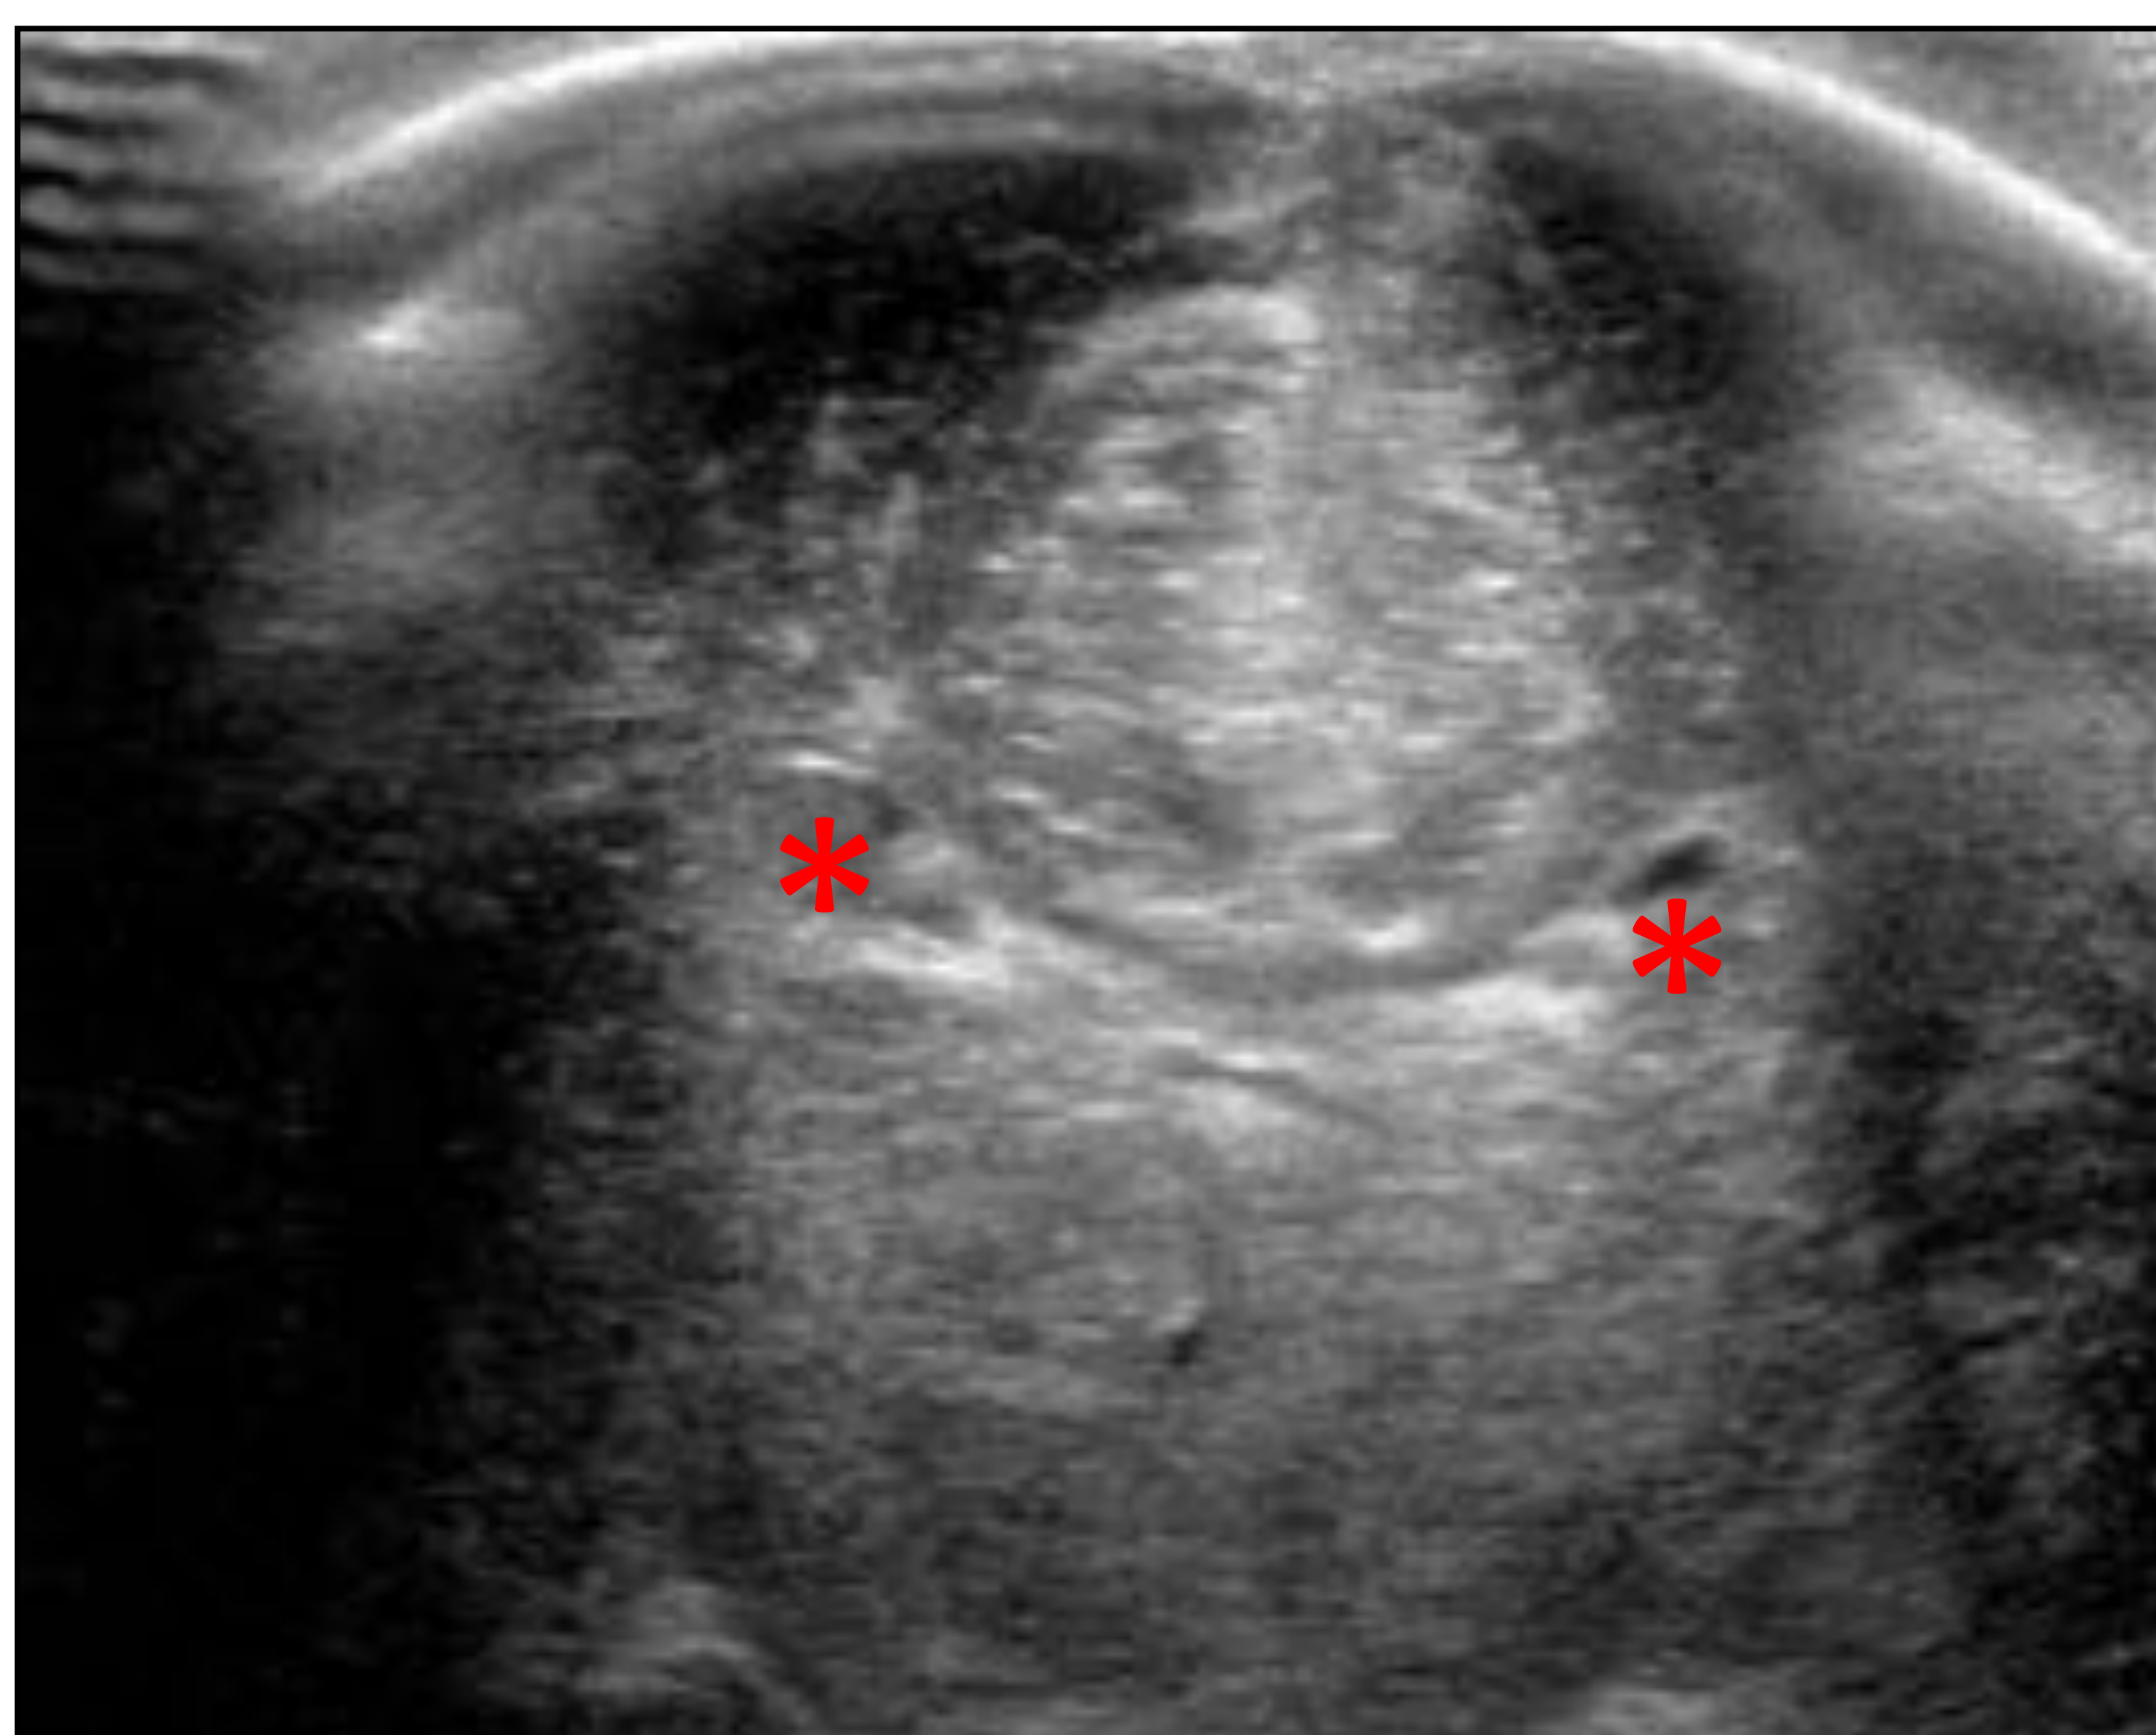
Corte coronal (asteriscos señalan los ventrículos). Prematuro extremo con EHI severa incluyendo necrosis cortical (hiperecogenicidad de surcos parasagitales) y pérdida de definición de ganglios basales, con efecto masa incluido. Las curvas doppler indicaban ausencia de diástoles.
